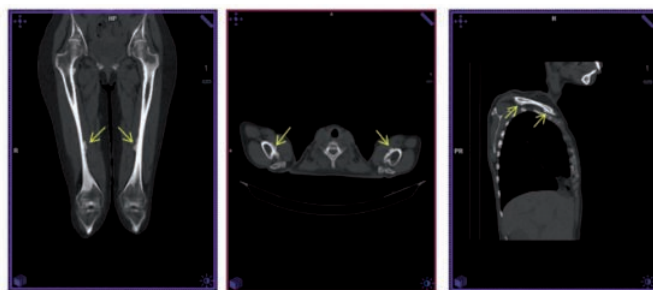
TC. Las fechas muestran áreas de periostitis en: a) Vertiente medial de la diáfisis de ambos fémures; b) Porción proximal de los húmeros; c) Vertiente lateral de ambas clavículas.
